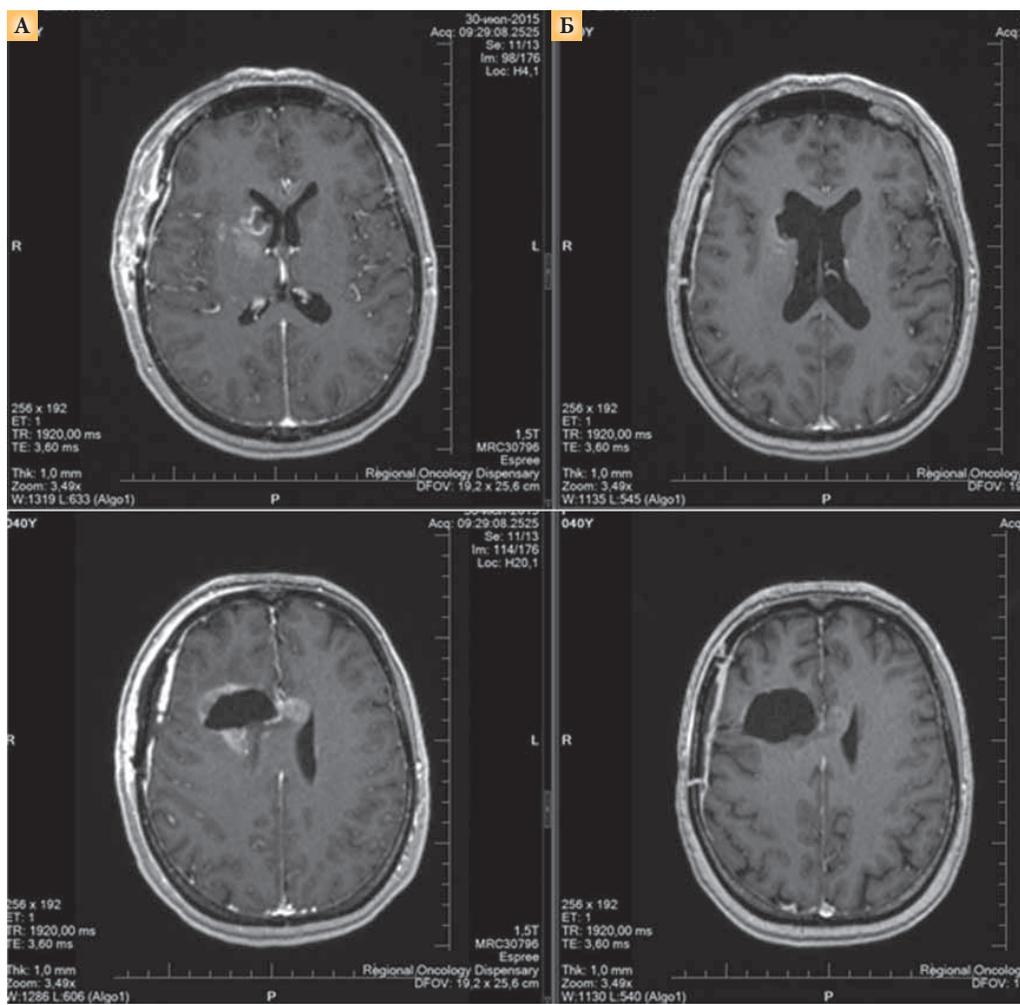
Результаты МРТ: эффективность химиолучевой терапии у пациентки с глиобластомой (А – после операции, Б – после лучевой терапии и шести курсов монокимиотерапии)
